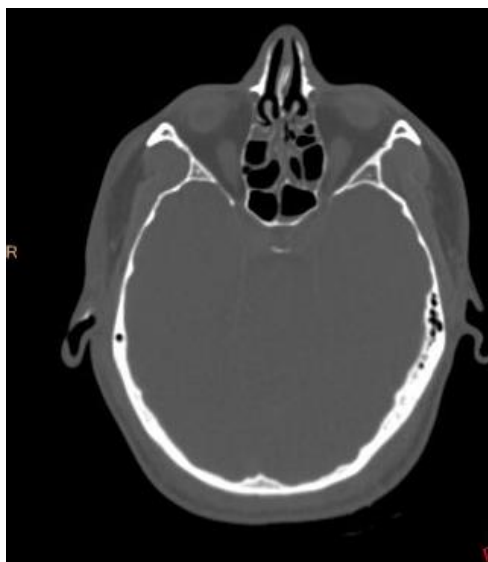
Содержимое в ячейках решетчатого лабиринта. Посмертное КТ-исследование
